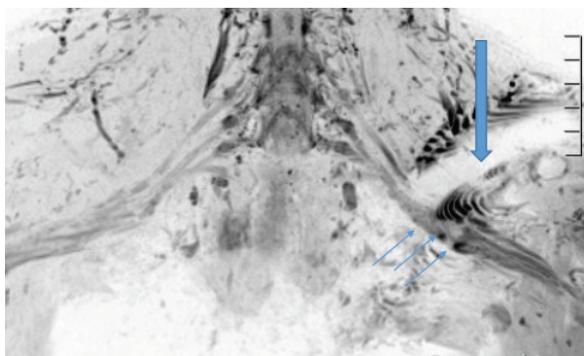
Imagem no plano coronal de estudo de RM com sequência de neurografia por difusão demonstrando o espessamento e compressão do plexo (setas finas) pelo material de osteossíntese que aparece com a área de distorção e ausência parcial de sinal (seta grossa).
